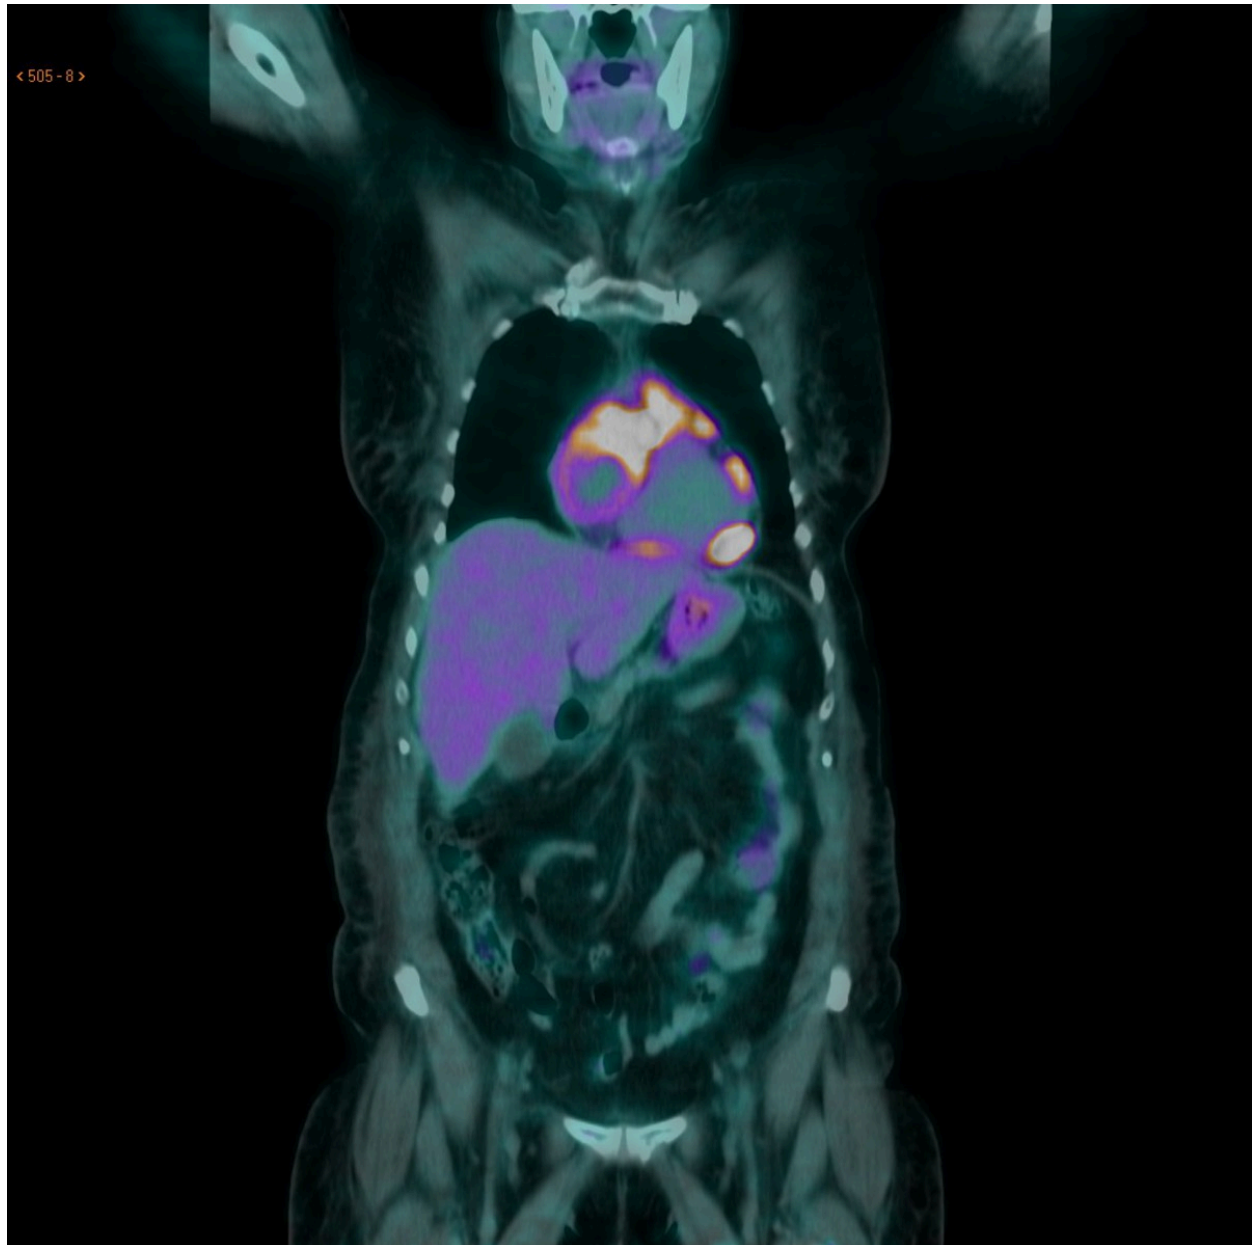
Corte coronal de estudio 18F-FDG-PET-TC. Masa cardiaca situada sobre aurícula derecha sospechosa de angiosarcoma cardiaco que en el estudio PET-TC tiene
